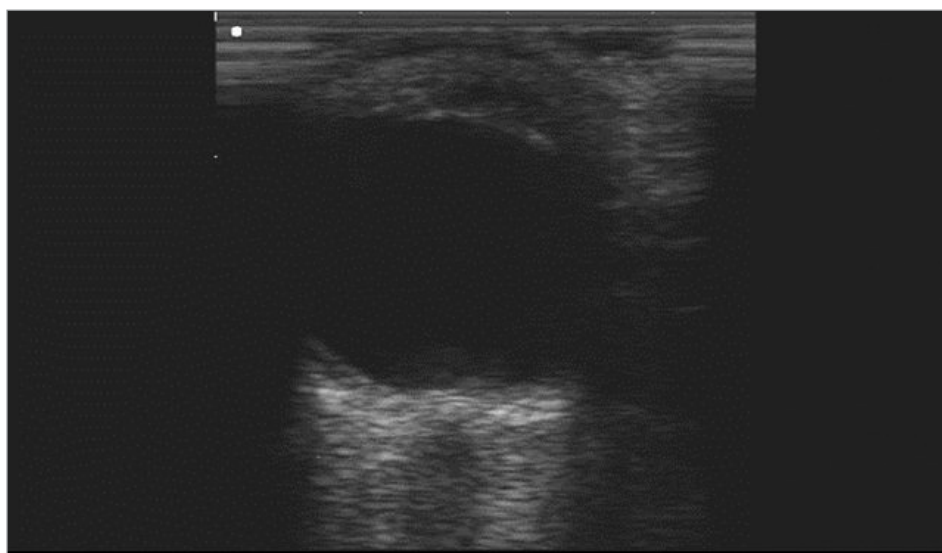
First stage – visualization of the eyeball together with ONSD in ultrasound examination.
